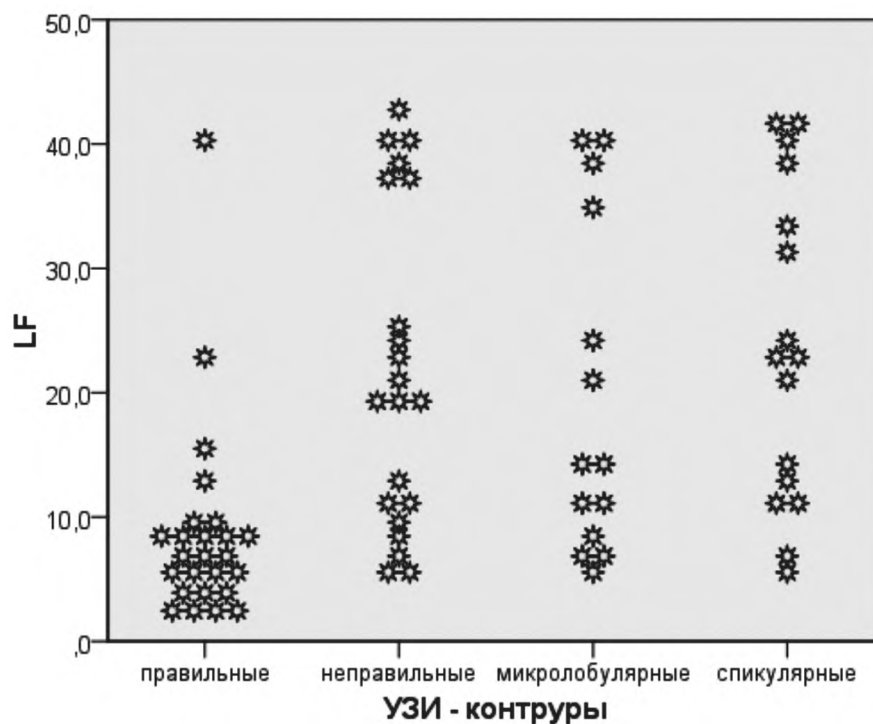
Корреляционные связи между лактоферрином и контурами новообразования при УЗИ.
